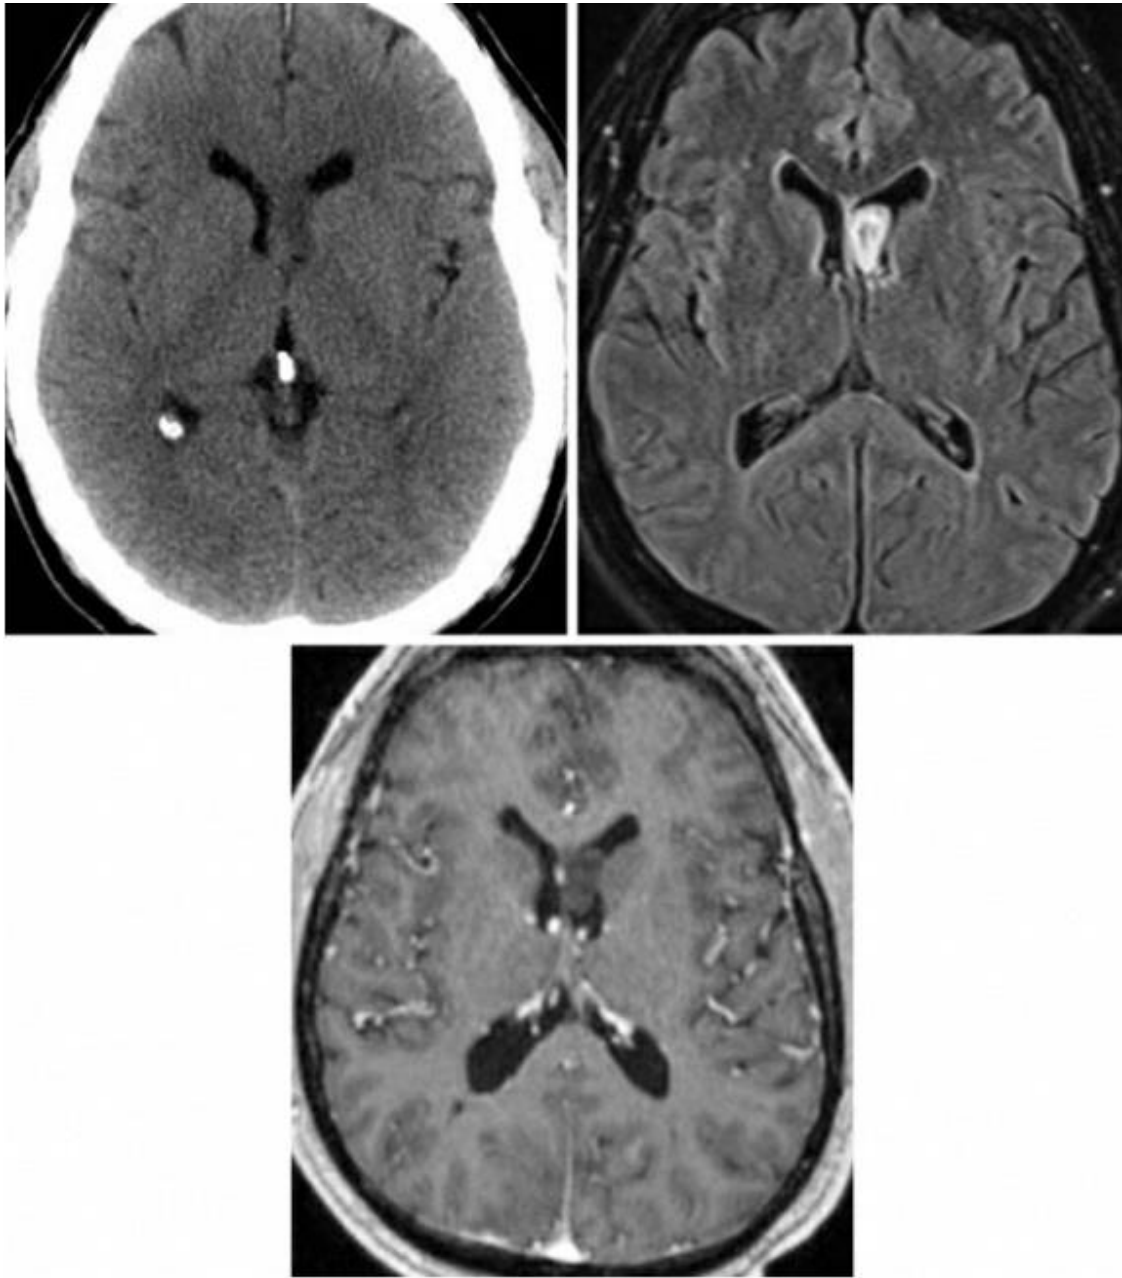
脑室内室管膜下瘤在 CT 上不易辨别（左上），而在 FLAIR 加权相上显示比较清楚（右上）。这例左侧脑室额角室管膜下瘤在 T1 加权相增强后未见明显强化效应（下）。
